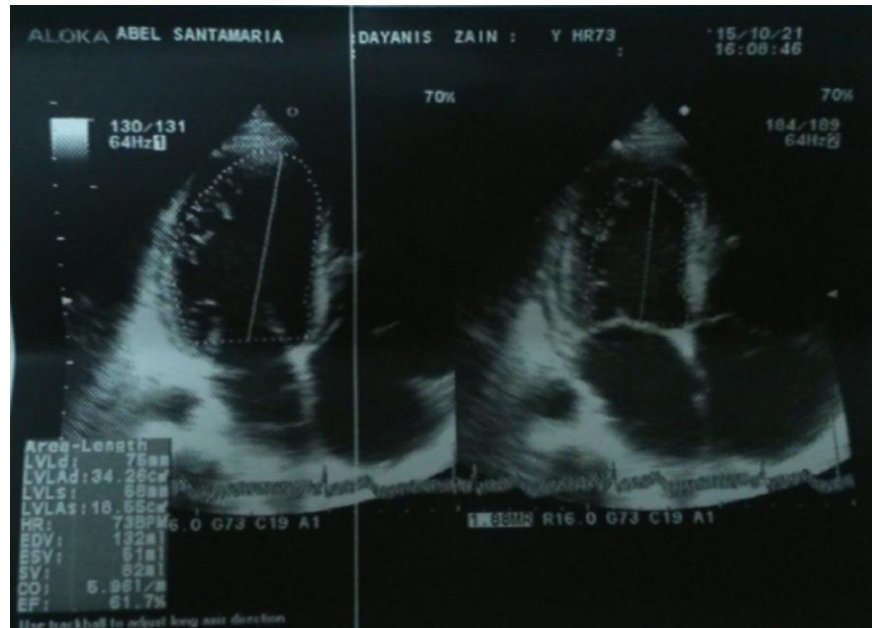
Ecografía cardiaca transtorácica.
